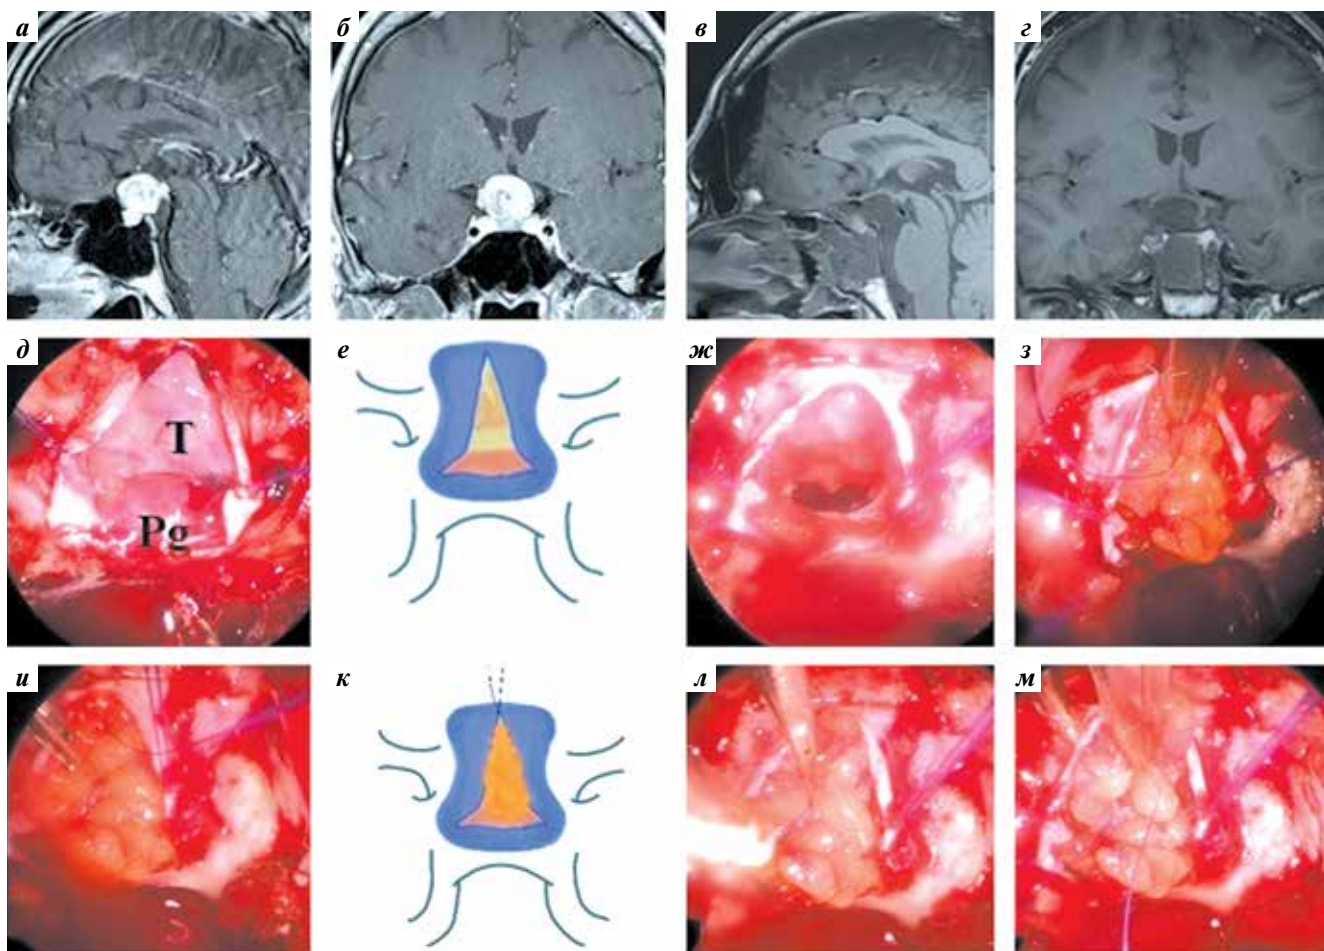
Техника shoelace («завязывание шнурков ботинок») для расширенной трансфеноидальной хирургии при минимальном дефекте твердой мозговой оболочки (ТМО): а, б – предоперационная магнитно-резонансная томография (МРТ): супраселлярная масса, распространяющаяся вверх, рядом с ножкой гипофиза; в, г – после резекции краниофарингиомы эндоскопическим расширенным трансфеноидальным доступом послеоперационная МРТ с контрастным усилением демонстрирует тотальное удаление образования; д – ТМО разрезана в форме перевернутой буквы Т (обозначения: Т – опухоль (tumor), Pg – гипофиз (pituitary gland)); е–м – процесс фиксации жирового фрагмента в дефект ТМО в области planum sphenoidale двусторонним швом 6.0 (Prolene): непрерывный шов накладывают попеременно по обоим краям ТМО, одновременно фиксируя жировой трансплантат;
